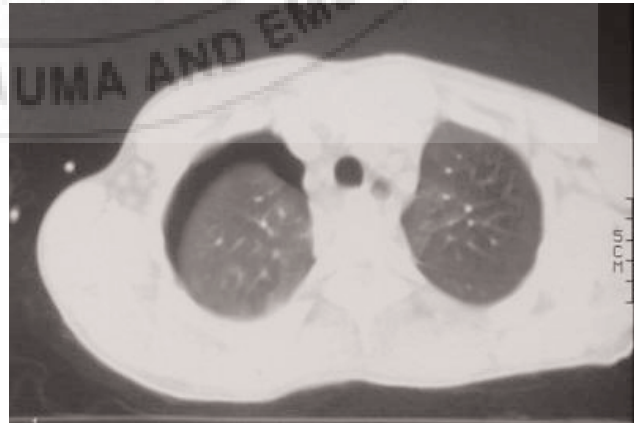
2 yaşında erkek. Araç dışı trafik kazası, bronş rüptürüne bağlı sağ pnömotoraks ve sola itilmiş mediastinal yapıların görüntüsü. Başka bir hastanın torak BT incelemesinde pnömotoraks görünümü.
